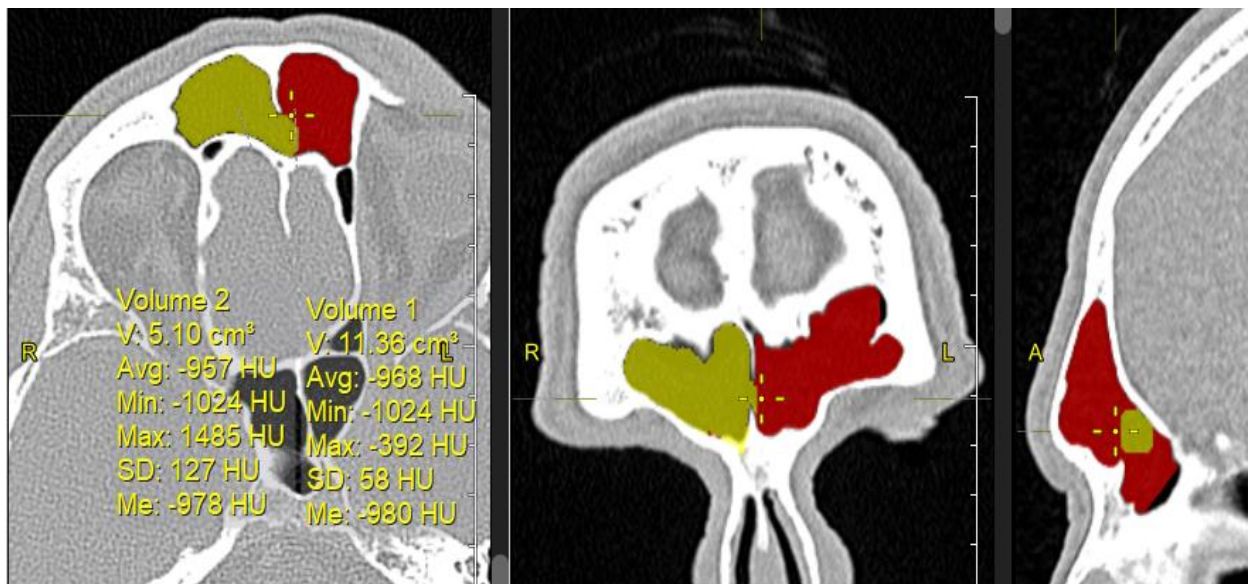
Сполучення лобових пазух між собою на аксіальному, фронтальному і сагітальному зрізах комп'ютерних томограм (Чоловік, 51 рік).
